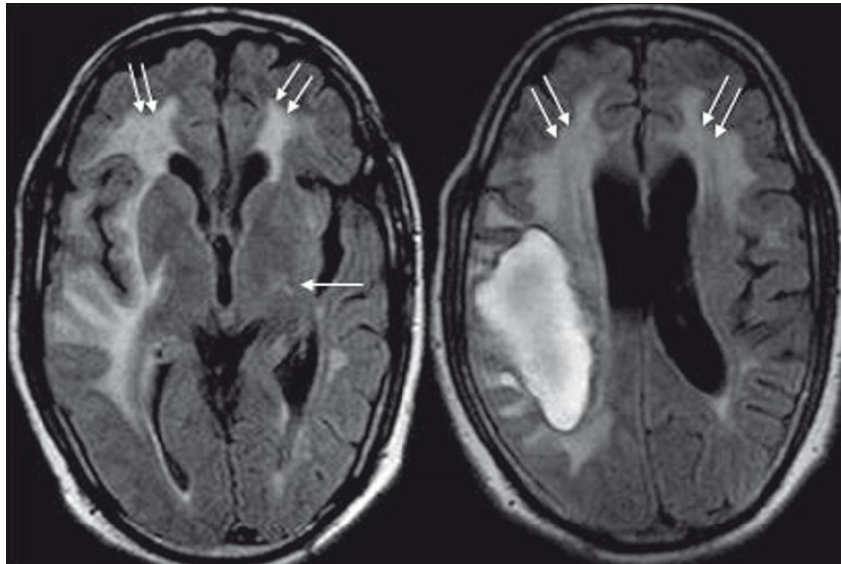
Sequências axiais com mapeamento FLAIR, demonstrando hematoma lobar de bordos irregulares, e hiperintensidade de matéria branca supratentoriais. [2]
